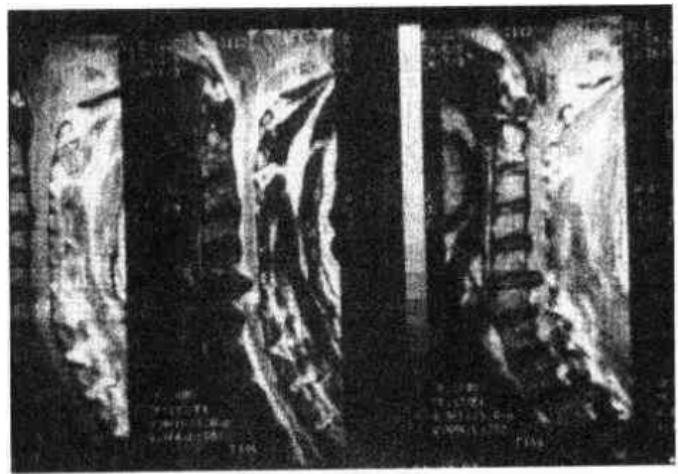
颈椎间盘突出症 MRI 示 $C_{5,6}$ 椎间盘突出压迫颈髓,脊髓呈高信号
